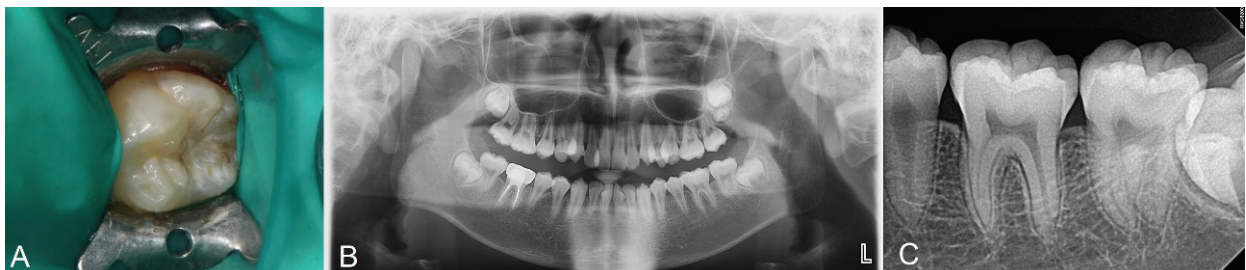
Initial examination radiograph and clinical photograph. A. No loss of tooth structure is observed. B. Pre-operative radiograph. C. Caries of dentin is seen on lower left second molar.
